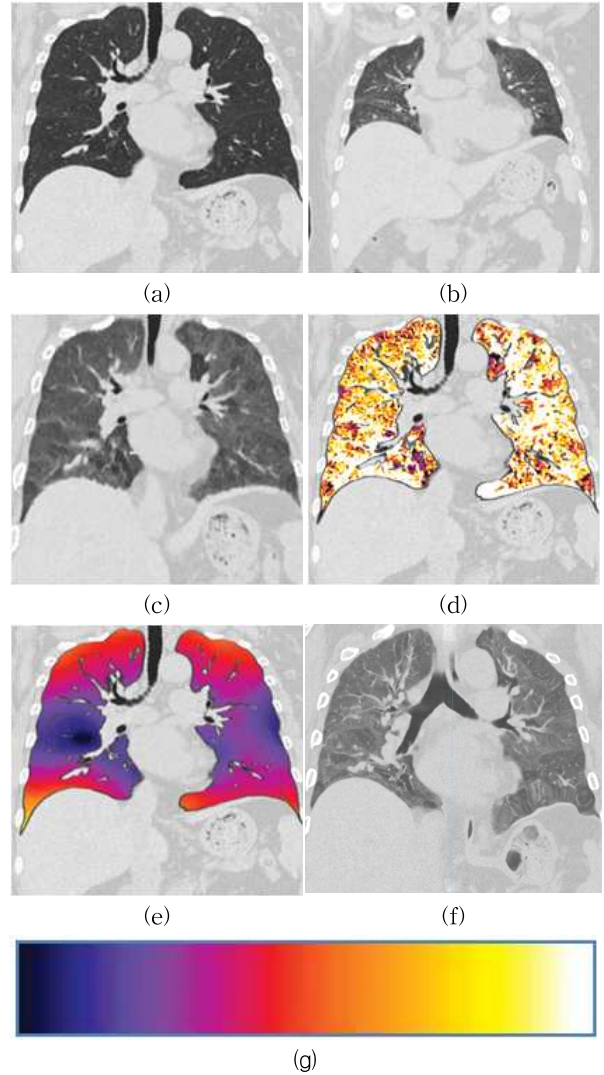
최대호흡-최소호흡 CT 영상들의 정합 후 감산 영상 (a) 최대호흡 CT 영상 (b) 대응되는 최소호흡 CT 영상 (c) 최대호흡 CT 영상으로 비강체 정합된 최소호흡 CT 영상 (d) 최대호흡 CT 영상의 폐 실질에 감산 영상 정보를 통한 칼라 매핑 (e) 폐의 무게 중심을 기준으로 변형되는 정도를 시각화 (f) 기존 기법[4]으로 비강체 정합된 최소호흡 CT 영상 (g) 칼라 매핑 테이블 (작은 값은 어두운 밝기값에 매핑됨)
